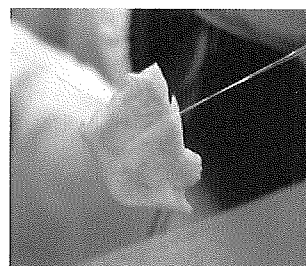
44T-T71 4410、レベル3、3秒の超音波振動(上:外壁側、下:内壁側)
